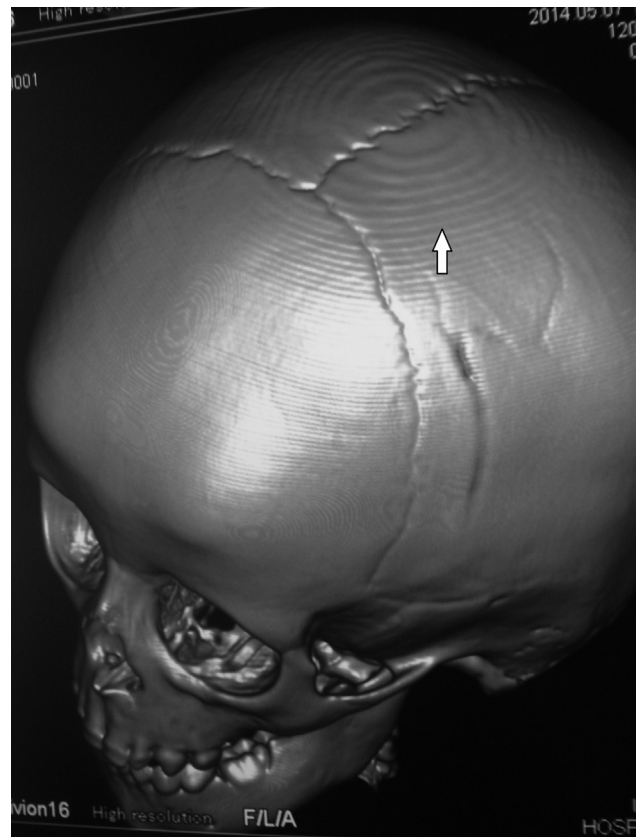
TC de cráneo, reconstrucción 3D, en ventana ósea: en el extremo superior de la calota se evidencia un artefacto concéntrico y escalonado (flecha).
